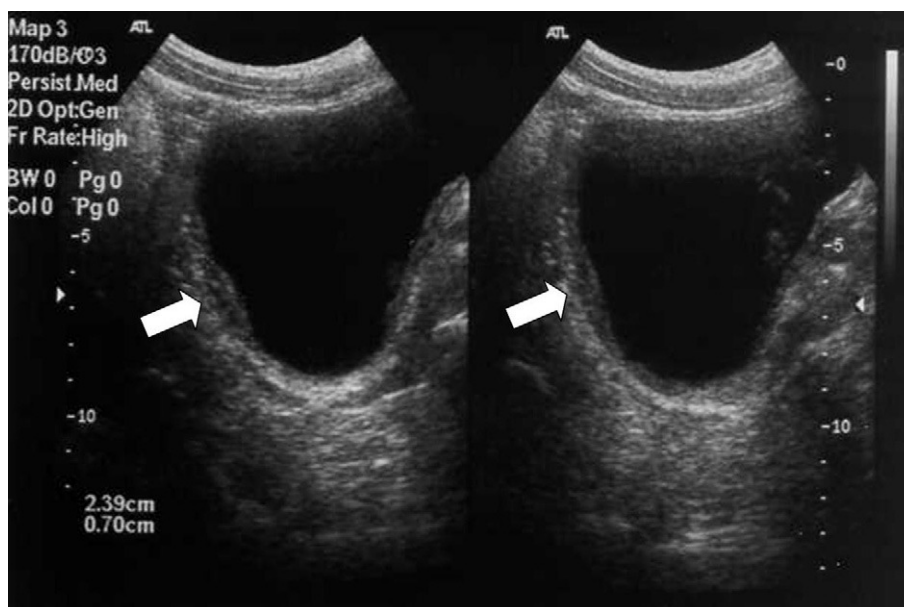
Ecografía vesical donde se ve el engrosamiento de la pared posterolateral izquierda de la vejiga de 23 x 7,8 mm.
